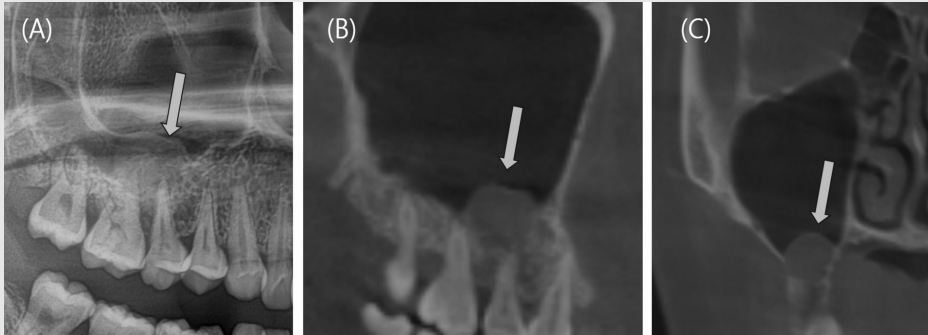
Panoramic X-ray (A) shows a lesion around the roots of the right maxillary second premolar and first molar. Cone Beam Computed Tomography (CBCT) sagittal (B) and coronal (C) views further depict the lesion in the right maxilla.
